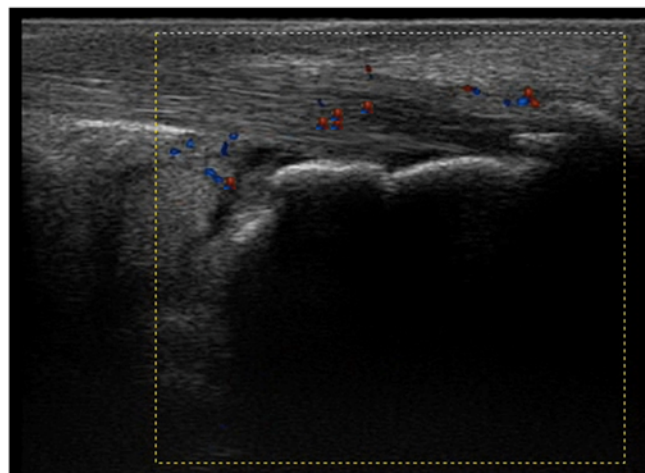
PD en entesis intra-tendón. Entesis aquilea, imagen ecográfica longitudinal en modo power Doppler con erosiones calcáneas, entesofito y señal Doppler tendinosa. Imágenes de mi colección personal recogidas con consentimiento del paciente.
